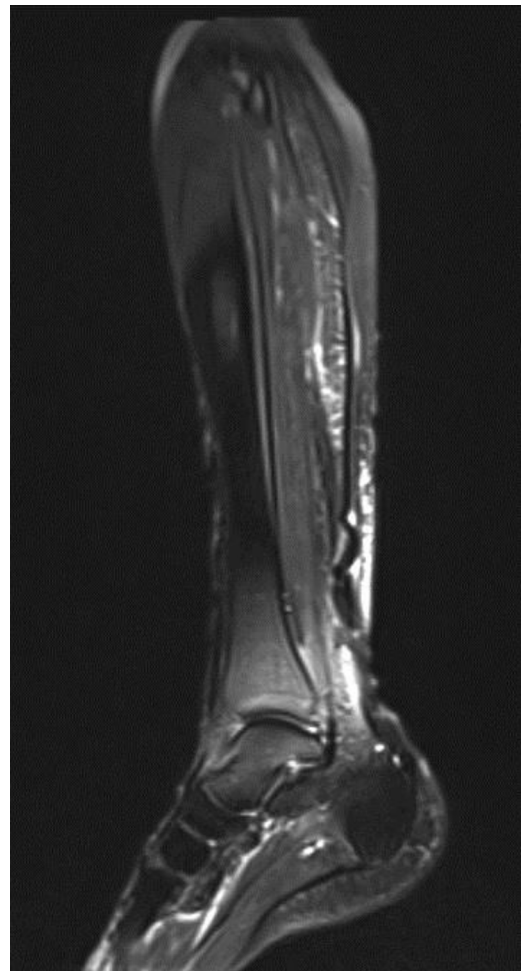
RMN inicial a los 2 meses de la lesión.
